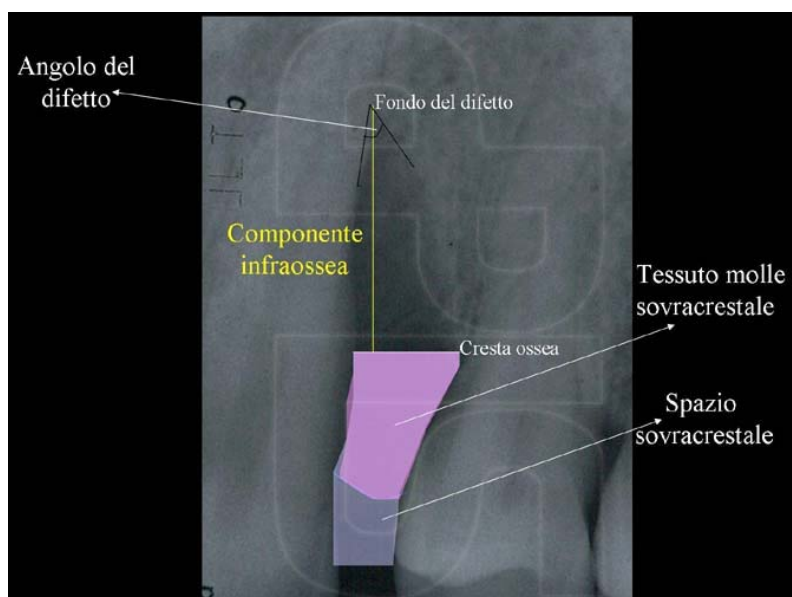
Diagnosi radiografica di un difetto osseo verticale
